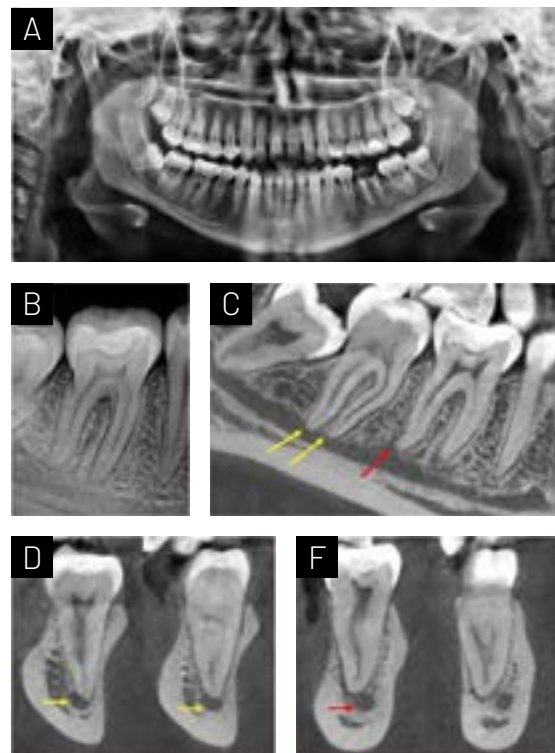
Caso 1. Paciente femenino de 24 años, sin compromiso sistémico, acudió para evaluación del diente 46. (A) Radiografía panorámica. Se observa proximidad de los ápices radiculares de los molares inferiores con respecto al canal mandibular. (B) Radiografía periapical del diente 46. (C, D y E) En los cortes tomográficos sagital y coronales, se observa la proximidad de los ápices radiculares del diente 47 (flechas amarillas) y la proximidad del ápice radicular de la raíz distal del diente 46 debido a un proceso osteolítico (flechas rojas).
